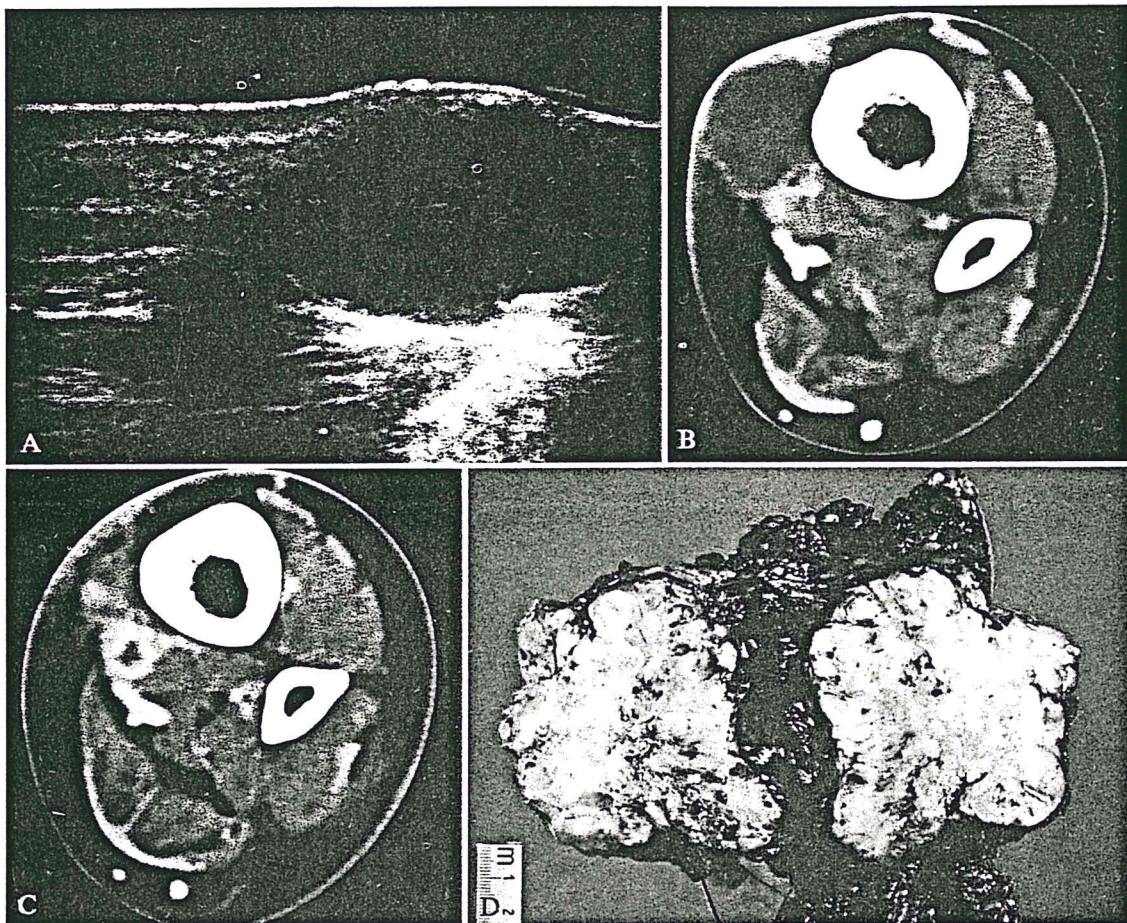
A) Ecografia: i due foci di recidiva con maggior asse di 30 e 15 mm presentano limiti netti. B, C) TC: entrambe le lesioni risultano circondate da tessuto più denso dopo contrasto. D) La sezione del pezzo operatorio evidenzia la massa neoplastica bene delimitata da sottili fasci di tessuto fibroso.
